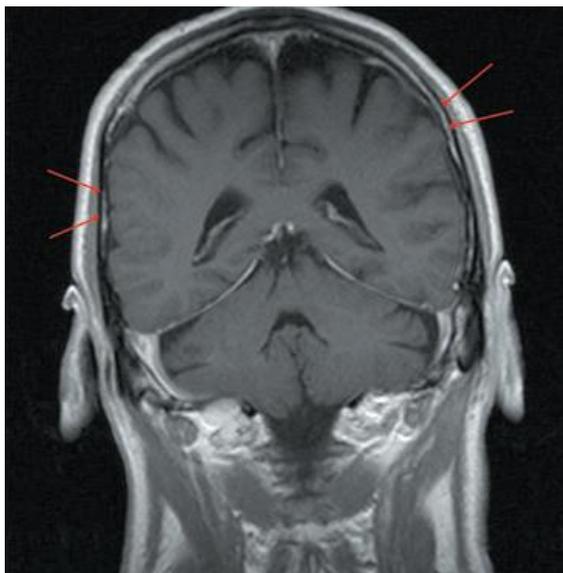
Examen de resonancia magnética del cerebro que muestra mínimo engrosamiento dural, aumentando en las convexidades bilaterales (flechas rojas).⁴⁴
